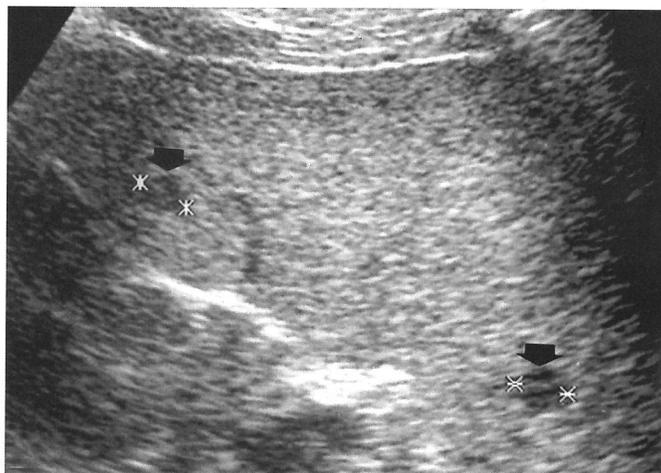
Imagen ultrasonográfica del bazo.
